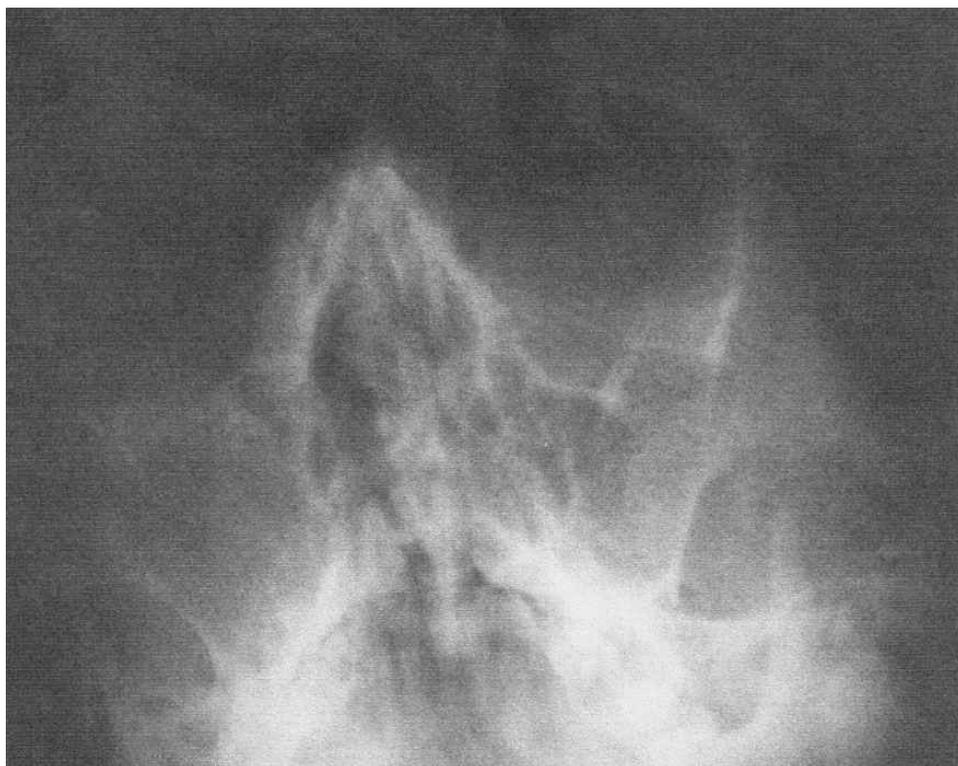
Рентгенограмма в прямой проекции переломов костей и перегородки носа со смещением костных фрагментов
